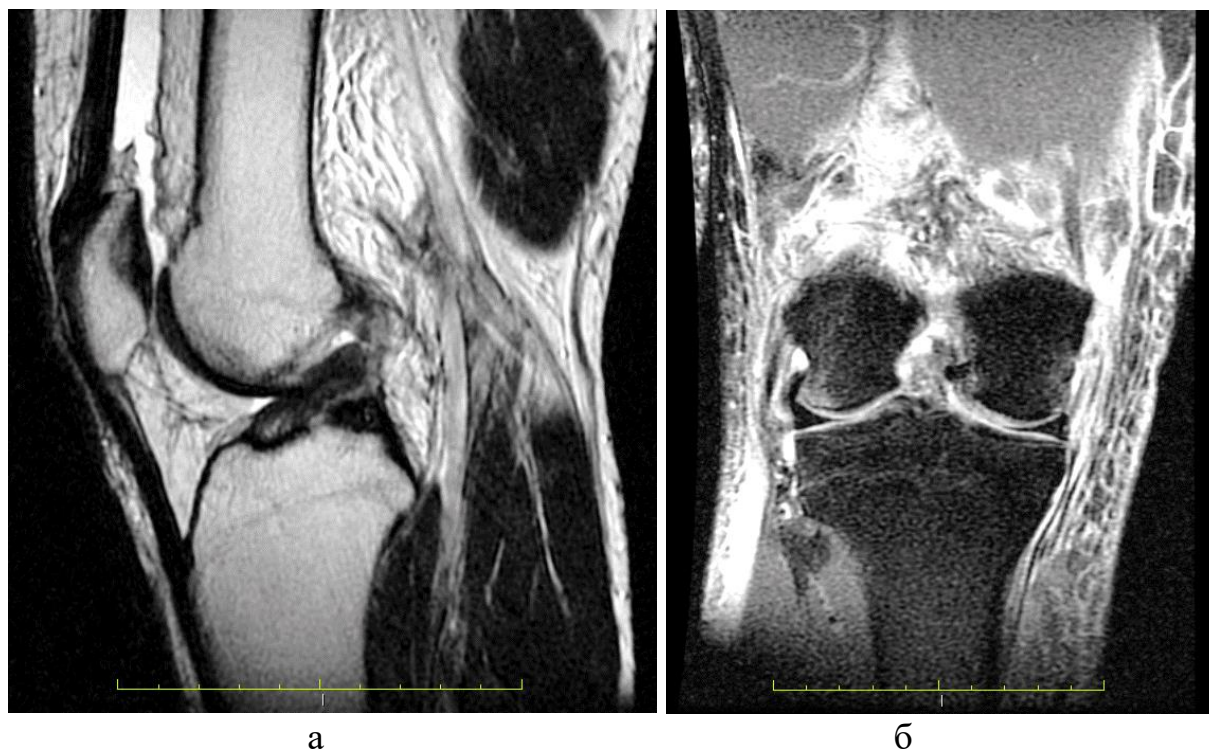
Пациент Т. МРТ коленного сустава до операции: а - сагиттальная проекция, режим T2; б - корональная проекция, режим PD-fat
